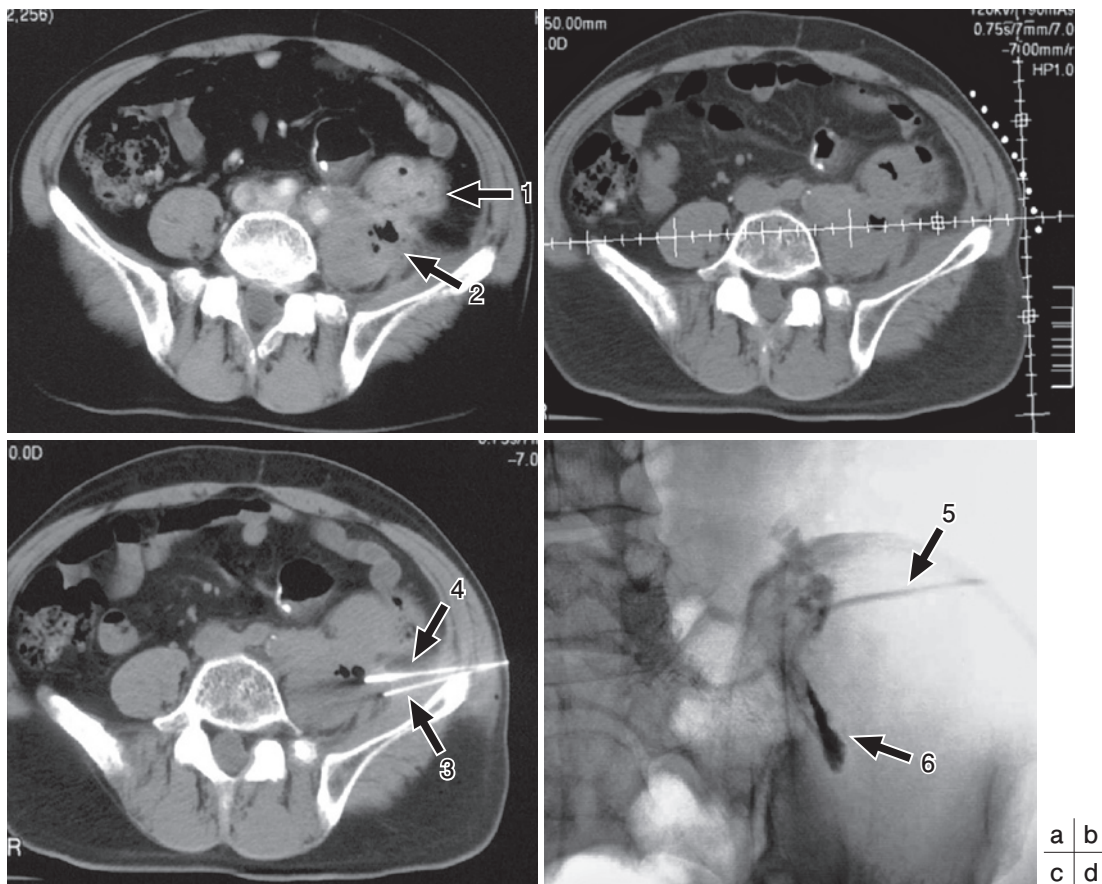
CTガイド経皮的腸腰筋膿瘍ドレナージ；タンデム法（下行結腸癌切除後局所再発，左腸腰筋膿瘍）
